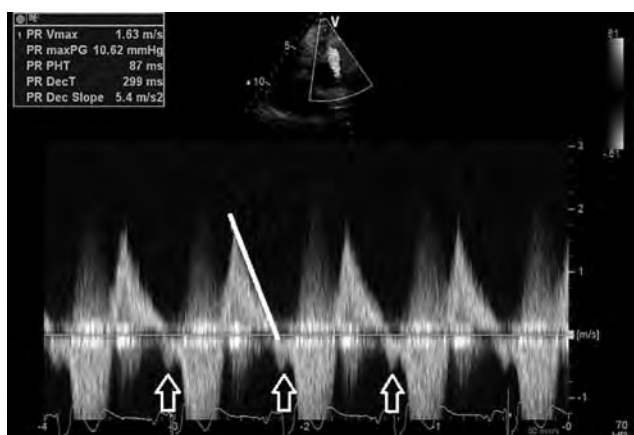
Immagine Doppler di IP severa nel contesto di un ventricolo destro a fisiologia restrittiva. Da notare il flusso anterogrado durante la telediastole causato dal kick atriale (freccie bianche).
